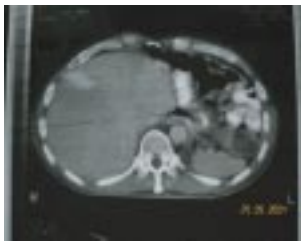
TAC de control.
